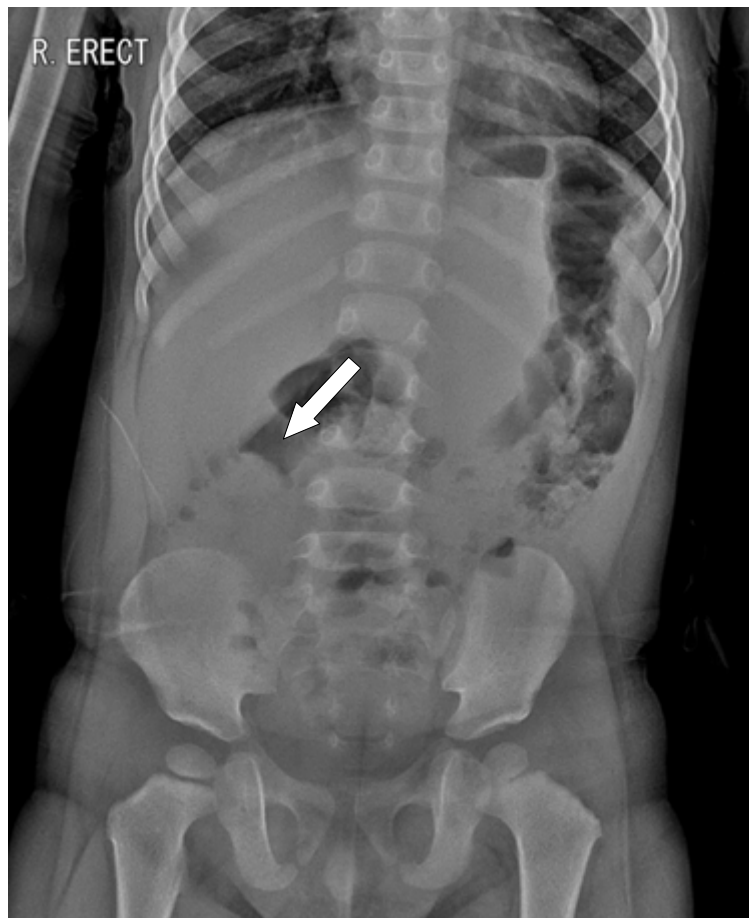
Meniscus sign. This erect abdominal radiograph reveals a crescentic gas (*arrow*) within the colonic lumen that outlines the apex of the intussusceptum.
